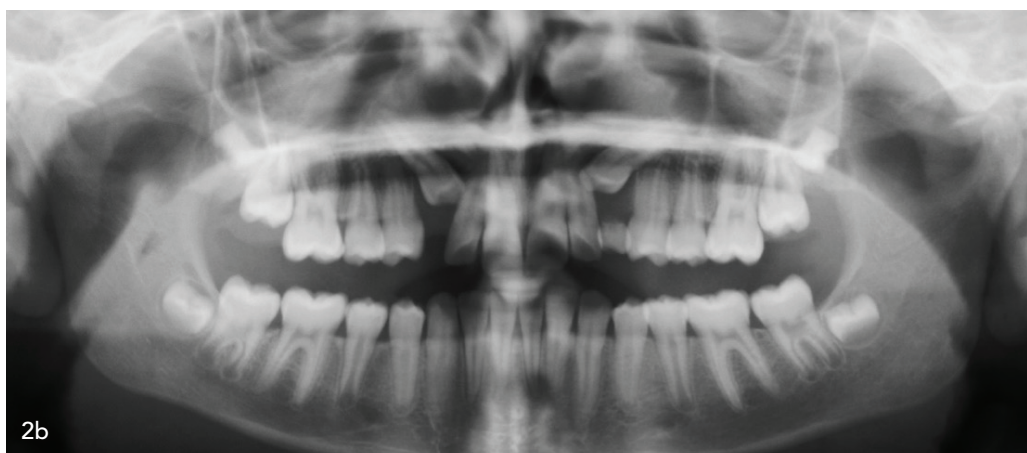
Man erkennt eine intraorale Situation mit klinischen Anzeichen einer Eckzahnverlagerung i. S. einer Protrusion von Zahn 12 und 22 und einer fächerförmigen Lückenbildung (Abb. 2a). Abbildung 2b bestätigt die Verlagerung röntgenologisch. In Abbildung 2c ist die Situation nach operativer Freilegung der Zähne 13 und 23 dargestellt, welche mit einer Cantilever-Mechanik mobilisiert wurden. Abbildung 2d zeigt die Situation nach Einstellung der Eckzähne und abgeschlossener Retentionsphase
